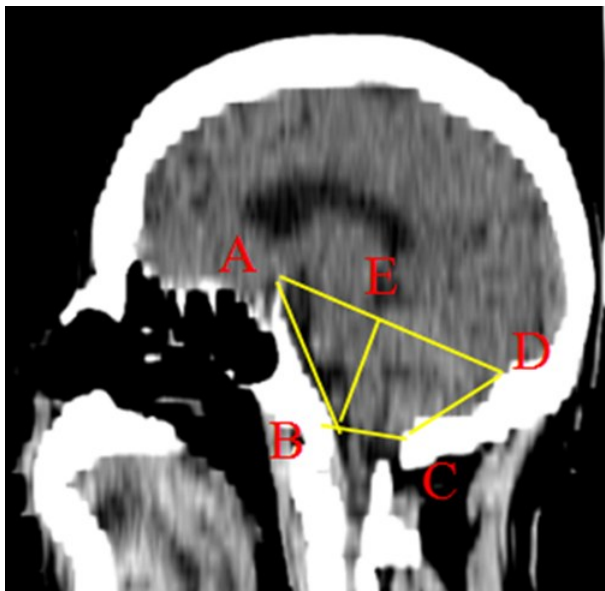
头部正中矢状位 CT 影像测量颅后窝标志间距离 A. 鞍背顶点;B. 枕骨大孔正中前缘;C. 枕骨大孔正中后缘;D. 枕内隆凸;AB. 斜坡长度;BC. 枕骨大孔横径;CD. 枕上长度;DA. 颅后窝矢状径;BE. B 点至 AD 连线间距离,即颅后窝高径
